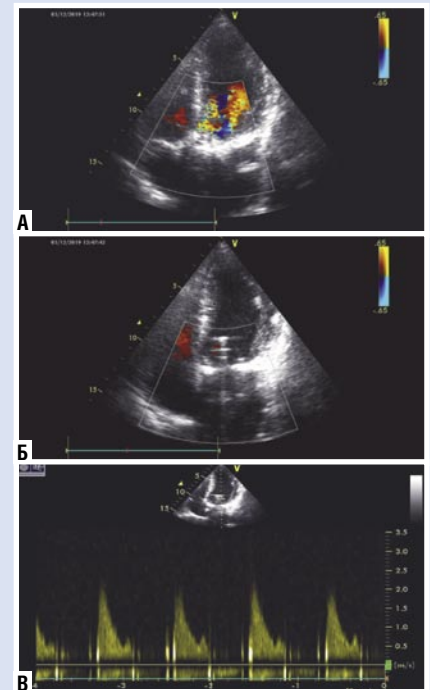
Эхокардиографическая картина протеза митрального клапана. А — в систолу; Б — в диастолу; В — гемодинамические показатели на протезе.
